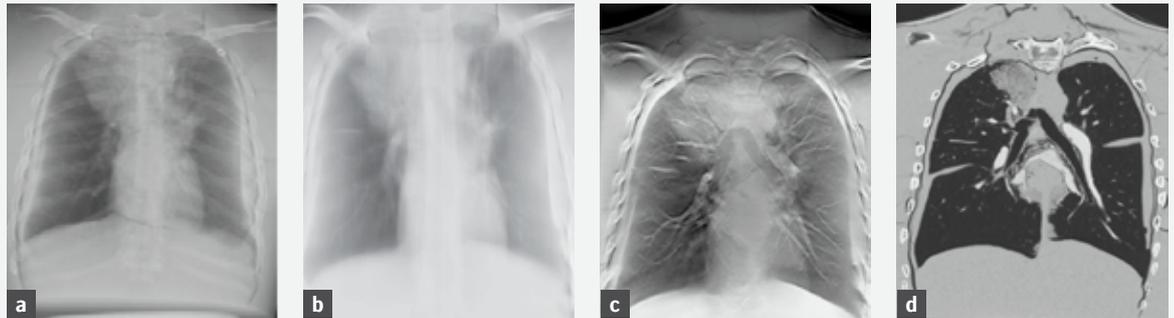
Beispiele für röntgenbasierte Bildgebung: (a) PA-Aufnahme, (b) klassische Tomographie, (c) Tomosyntheseaufnahme in der gleichen Höhe wie (b), (d) koronale CT-Untersuchung, ebenfalls in der gleichen Höhenposition
